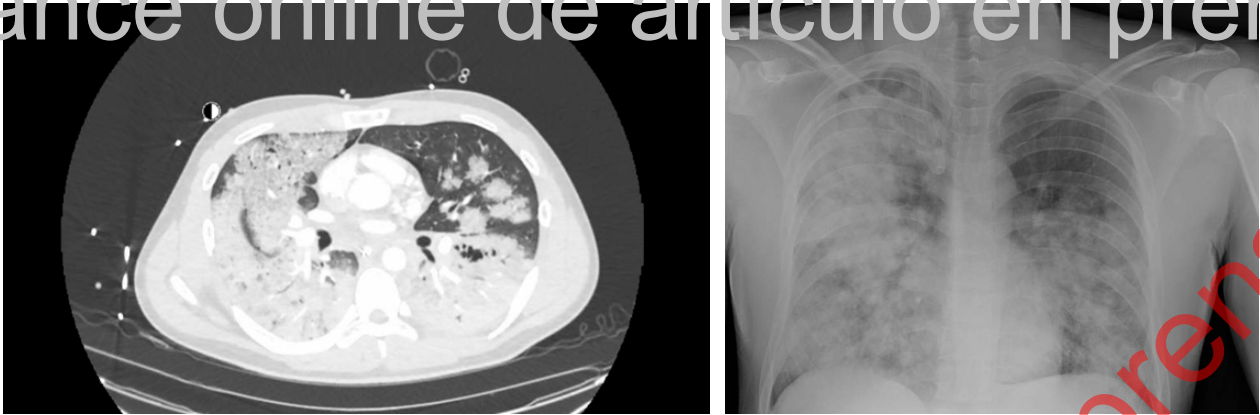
Radiografía de tórax y tomografía computarizada de tórax con contraste, con ventana de pulmón, al ingreso del paciente.
